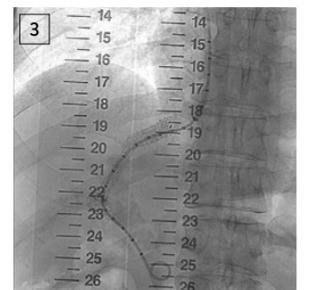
Implantation des TIPS unter Durchleuchtung in der Radiologie (oberes Bild) mit anschließender Dopplersonografischer Flusskontrolle im Ultraschall (unteres Bild).
